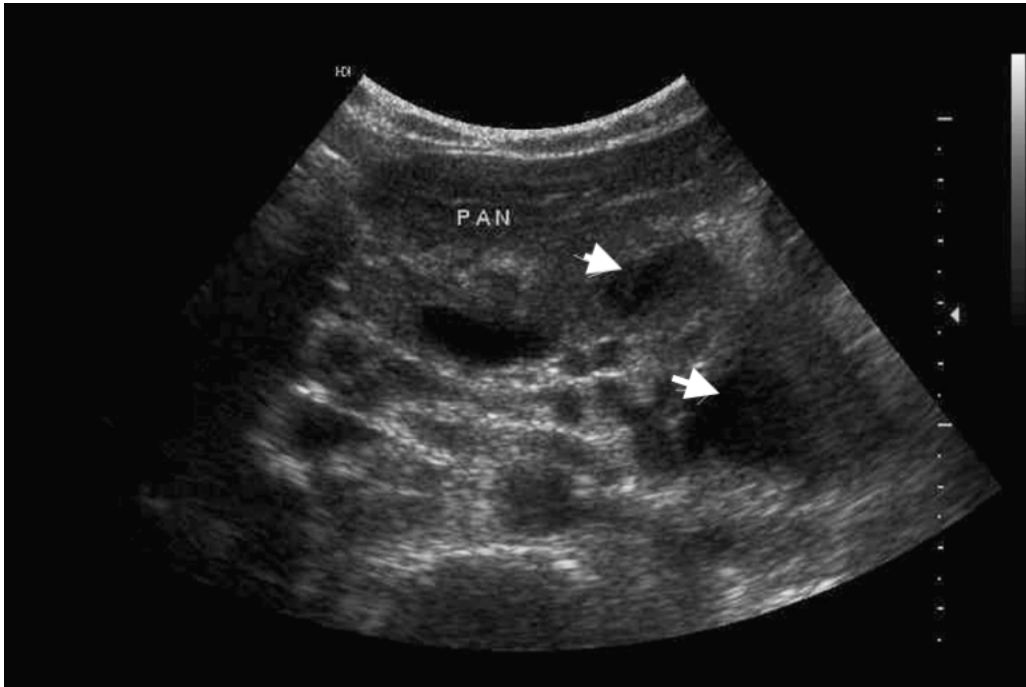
Image échographique montrant un pancréas (PAN) hypertrophié avec multiples collections hypo échogènes bien limitées (flèches) [44].
